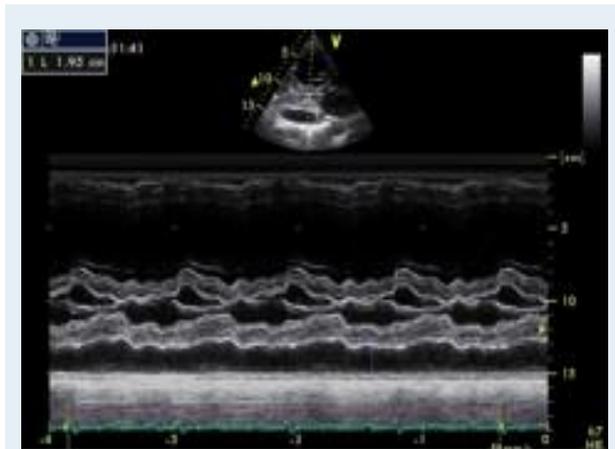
Coupe parasternale grand axe en ETT : Septum paradoxal, VD dilaté, épanchement péricardique de 20 mm en postérieur.
